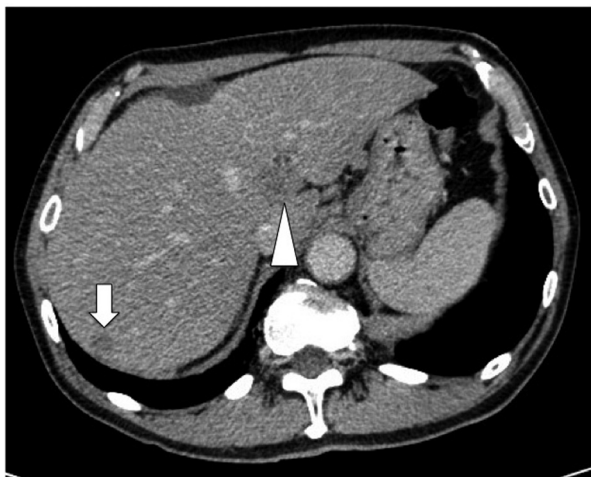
胸腹部造影 CT では S3，S7 (白矢印)，門脈臍部 (矢頭) に径約 10 ~ 15mm の Low density area を認めた。
